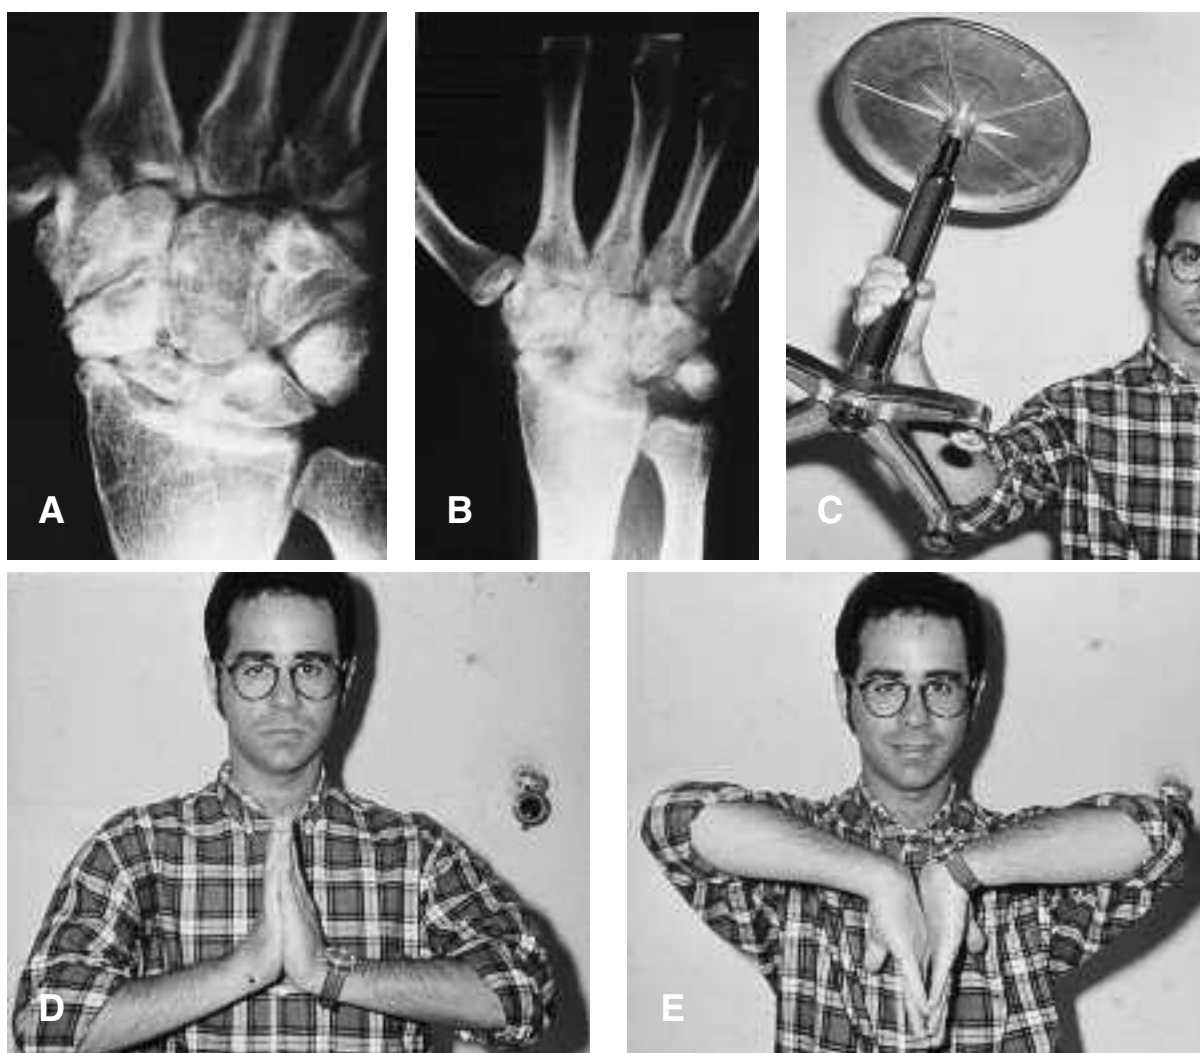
A) Quadro radiografico di artrosi stilo-scafoidea in paziente con pseudartrosi dello scafoide carpale di destra datante da cinque anni. B) Controllo radiografico dopo cinque anni dall'intervento di resezione della prima filiera del carpo per via anteriore; C-D-E) Controllo clinico dopo cinque anni dall'intervento. Buona la forza di presa, buona la flessio-estensione del polso (120°).
